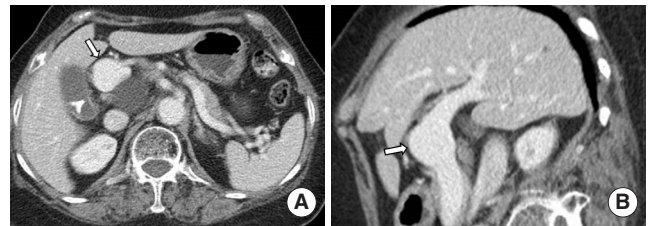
Aneurysm of the portal venous system in 78-year-old woman. (A) Contrast-enhanced computed tomography image shows aneurysmal dilatation of the extrahepatic portal vein with 27 mm in diameter (arrow). (B) Curved multiplanar reformation image shows the same findings (arrow).
